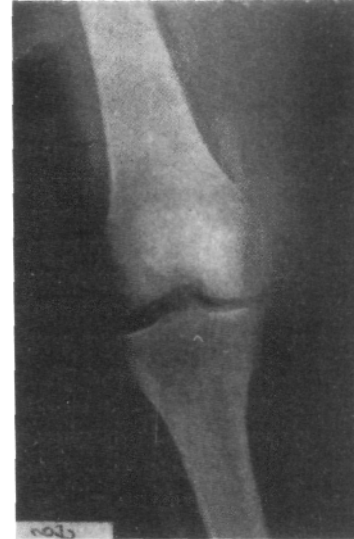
Radiografía de frente de rodilla cadavérica aplicando bostezo externo luego de seccionar el ligamento poplíteo-peroneo. No se produce aumento del varo.
